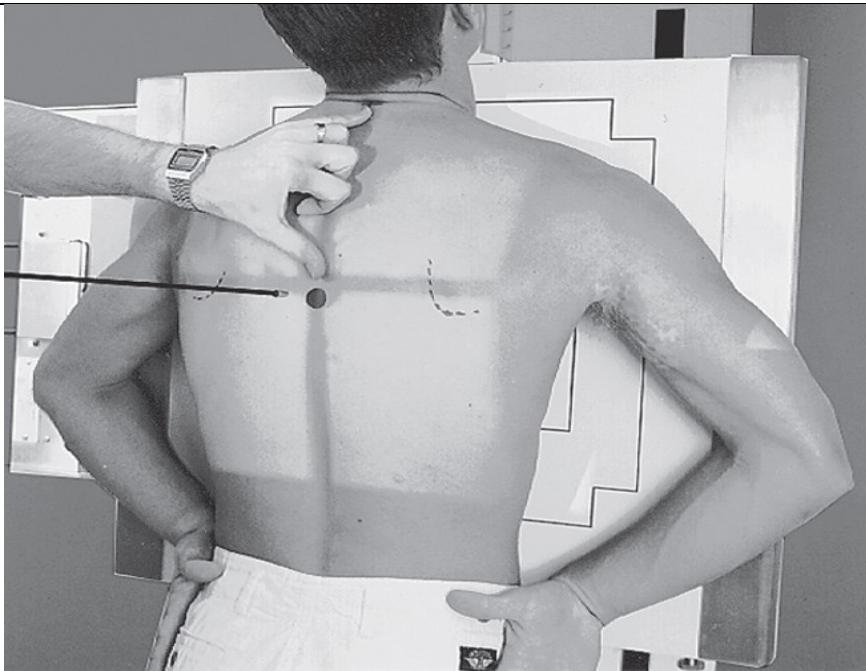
Radiographie du thorax de face, incidence postéro antérieure
